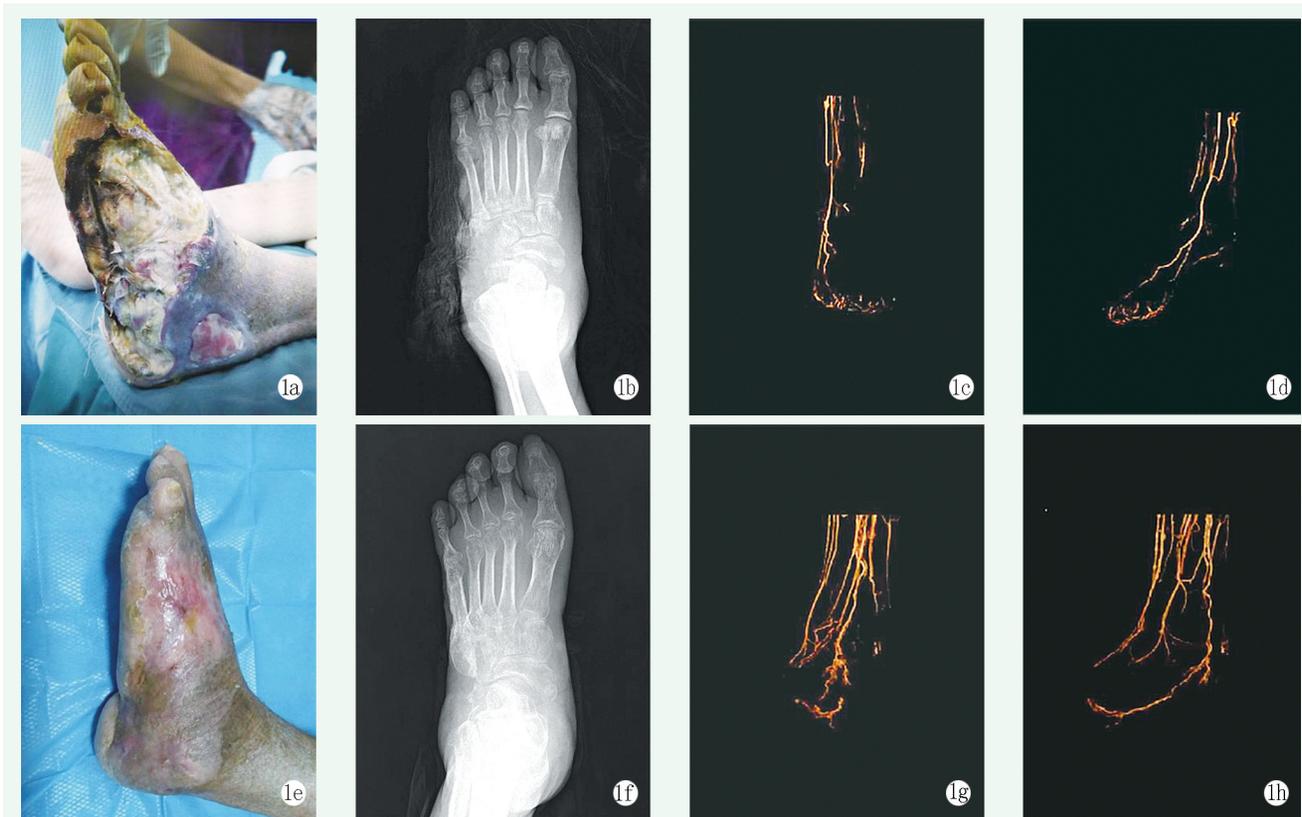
患者,女,53岁,左侧糖尿病足溃疡9个月余,合并慢性肾病IV期。溃疡Wagner 4级,感染IDSA/IWGDF 3期(重度感染) 1a:术前大体照片,可见足外侧有大面积溃疡,约20 cm×15 cm,深达骨膜,跖骨、肌腱外露,部分溃疡累及足底,有大量脓性分泌物 1b:术前X线片示左足足背及外踝软组织感染影 1c, 1d:术前患肢血管CTA检查的显影结果(正面和侧面视图),可见术前胫前动脉、胫后动脉显影不充分,部分节段完全不显影,提示节段性动脉严重狭窄或闭塞;末端循环的微血管较少 1e:术后8周,可见创面完全愈合 1f:术后8周复查X线片示无明显感染灶 1g, 1h:术后8周患肢血管CTA检查的显影结果(正面和侧面视图),可见胫前、胫后动脉显影更明显、更充分,提示动脉血供得到改善;末端循环的微血管增多,提示微血管增生
